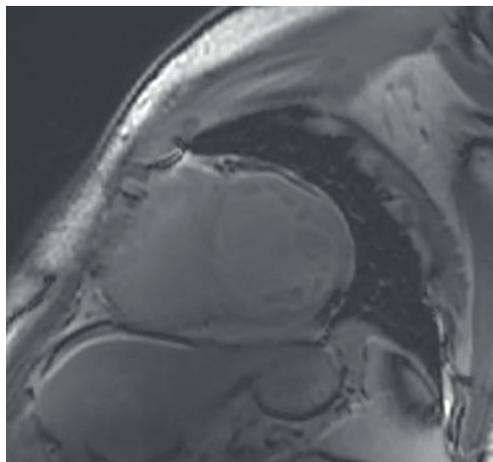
Соотношение некомпактного миокарда к компактному более 2,3 по данным МРТ
